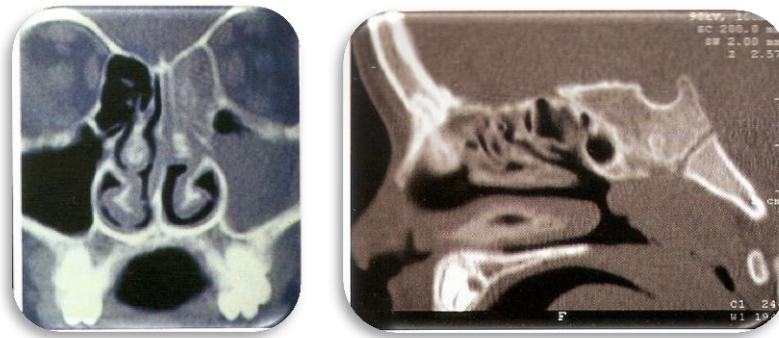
Tomografía computarizada donde se observa los senos bloqueados por sinusitis (izquierda). Tomografía computarizada de vías aéreas superiores con obstrucción (derecha)
